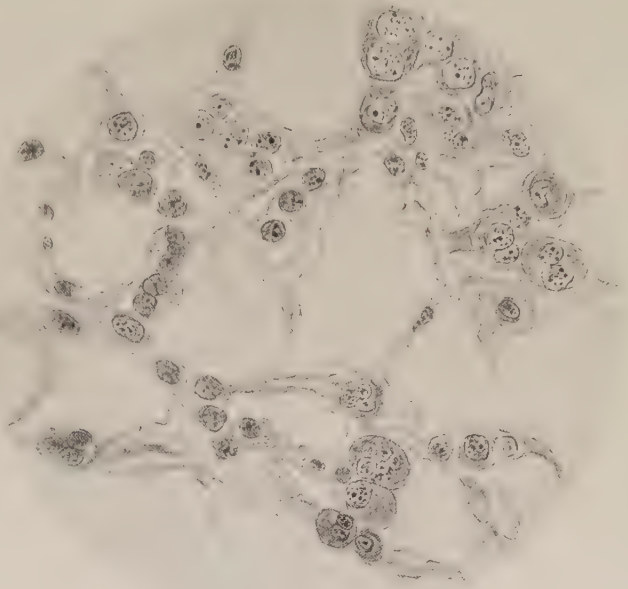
Mehrkernigkeit von Fettzellen auf dem Höhepunkt der akuten Röntgenreaktion in der Haut. (Nach Miescher.) 51. Tag nach Applikation von ca. 1 H.E.D., Gebiet der „3. Welle“.
